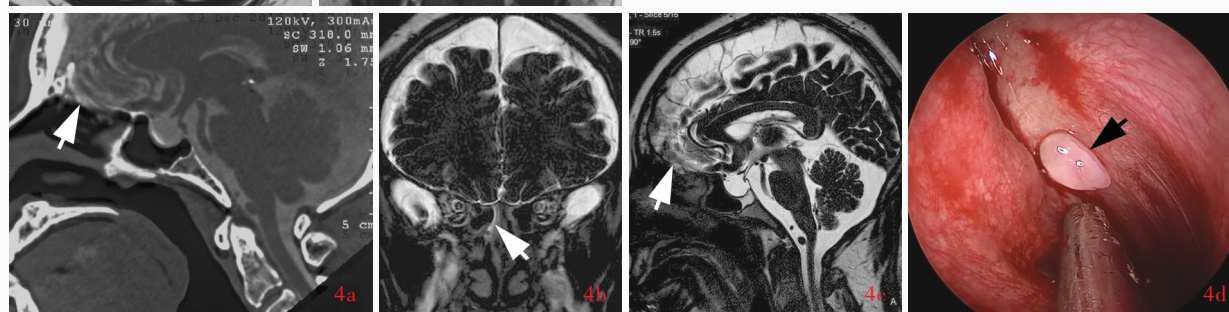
例22患者,男性,30岁,临床诊断为自发性脑脊液鼻漏。头部影像学和中内镜下所见 4a 矢状位CT脑池造影显示筛板有少量对比剂溢出(箭头所示) 4b 冠状位MR水成像显示右侧上鼻甲表面长T<sub>2</sub>脑脊液信号影(箭头所示) 4c 矢状位MR水成像显示右侧筛板可见长T<sub>2</sub>脑脊液信号影(箭头所示),空蝶鞍 4d 术中0°内镜下可见鼻腔顶部黏膜局灶性水肿、隆起(箭头所示)
